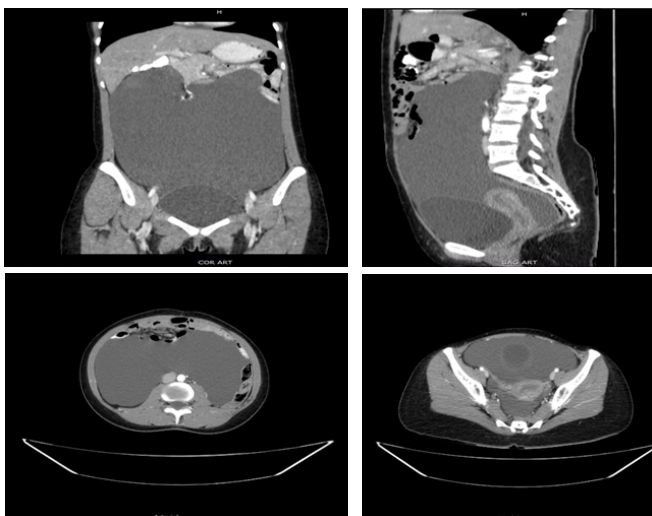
Imagen del quiste mesentérico gigante en la tomografía axial computarizada abdomino-pélvica con doble contraste
